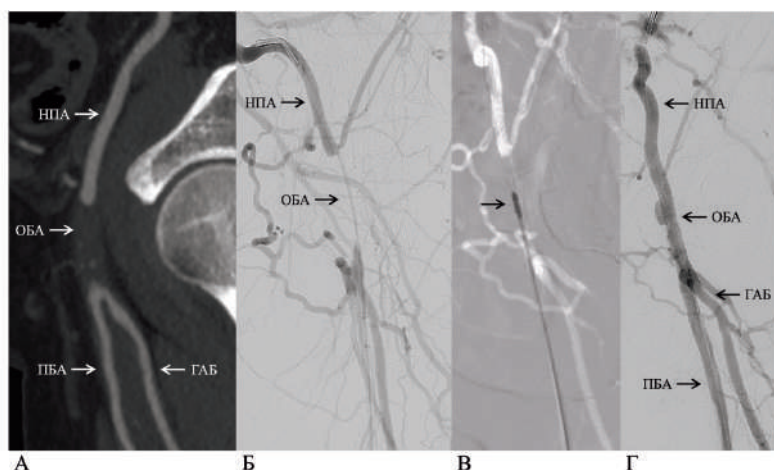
Механическая ротационная атеротромбэктомия из общей бедренной артерии: А – Данные КТ-ангиографии: окклюзия общей бедренной артерии; Б – Данные интраоперационной селективной ангиографии, подтверждающие окклюзионное поражение; В – Механическая ротационная атеротромбэктомия устройством Jetstreamtm Atherectomy System (Boston Scientific). Катетер устройства Jetstream в окклюзии указан стрелкой; Г – Результат атеротромбэктомии и ангиопластики без стентирования: восстановлена проходимость общей бедренной артерии
